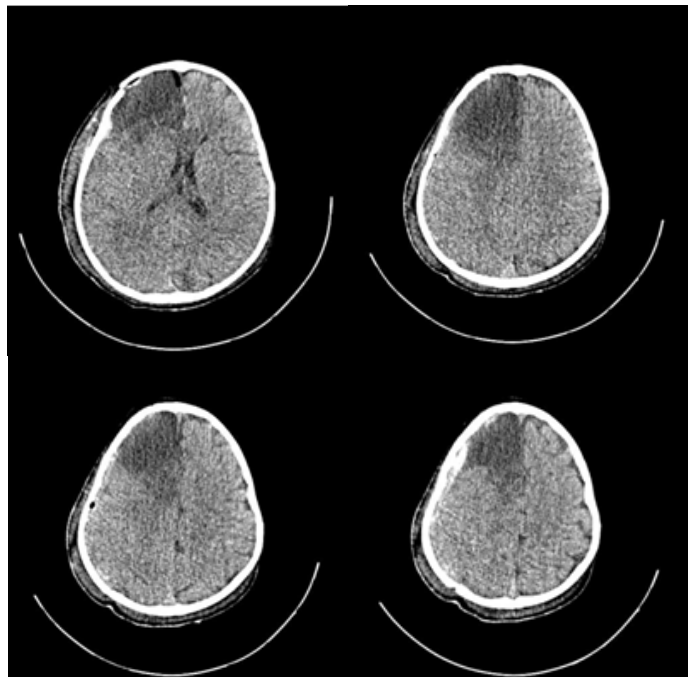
Tomografía Axial Computarizada simple de cráneo posquirúrgica, se aprecia una zona hipodensa en lo que corresponde a la lobectomía fronto-temporal derecha, además de edema cerebral con desviación de la línea media.
